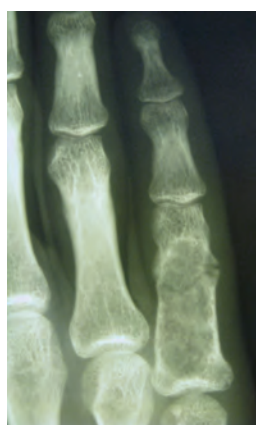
Результат лечения пациентки Г., 29 лет, с энхондромой дистальной фаланги III пальца левой кисти: а, б, в – внешний вид, функция и рентгенограмма пальца до операции; г, д – рентгенограммы через 2 дня после операции удаления энхондромы с пластикой костной полости «КоллапАном»; е, ж, з – рентгенограмма, внешний вид и функция пальца через 3 мес после операции
